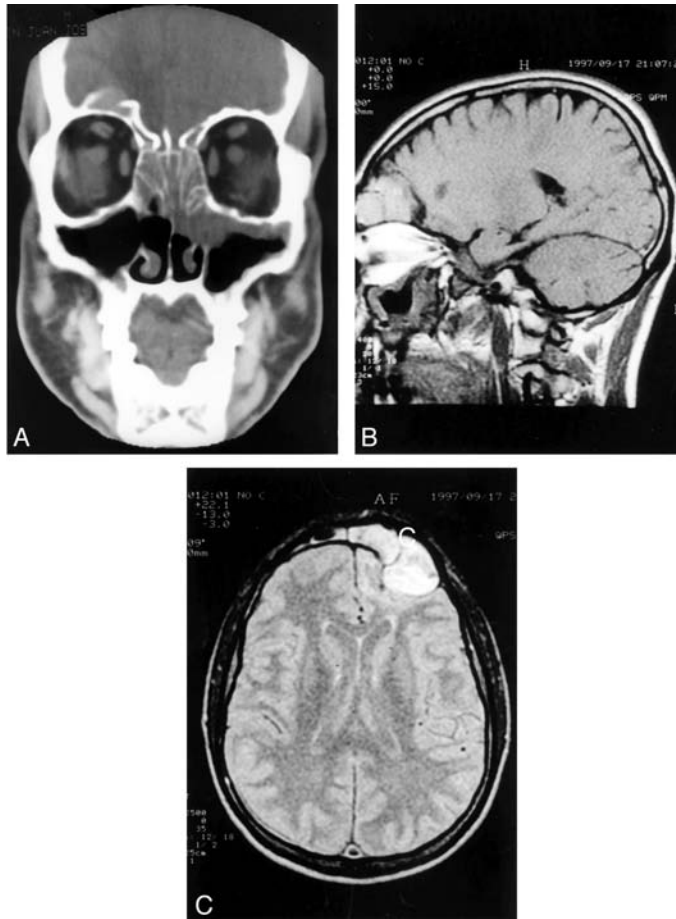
A: TC que muestra una sinusitis fronto-etmoido-maxilar con un mucocelo frontal derecho que destruye el techo del seno. B: RM que permite visualizar la invasión de la fosa anterior. C. Proyección axial del mismo paciente.*
